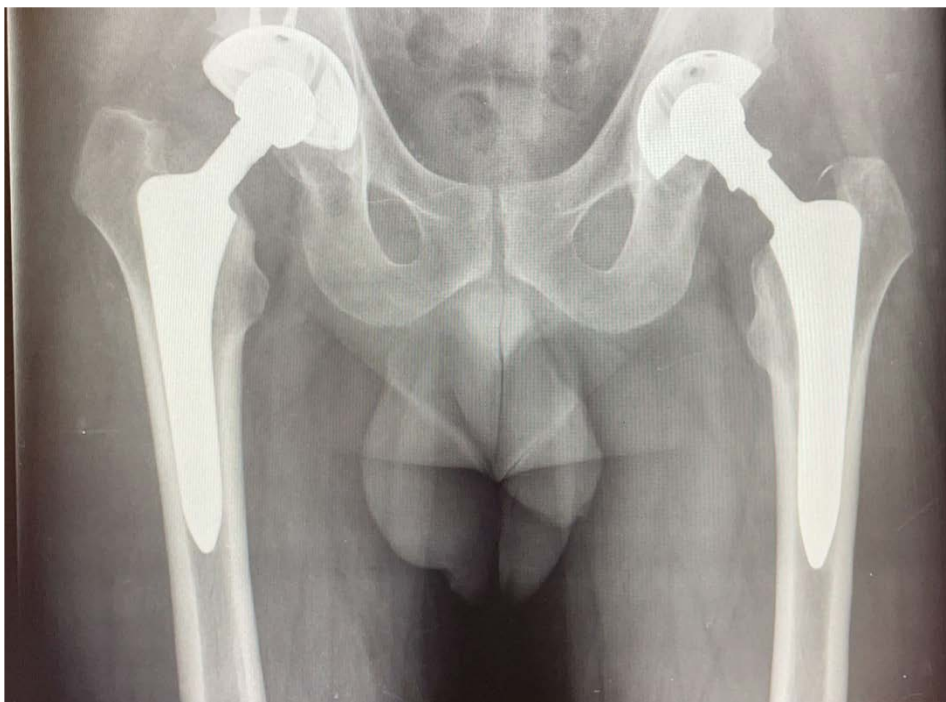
Radiografía de prótesis bilateral con mismo tipo de implantes protésicos. Año 2004. [Fuente: Hospital Clínico San Carlos]
